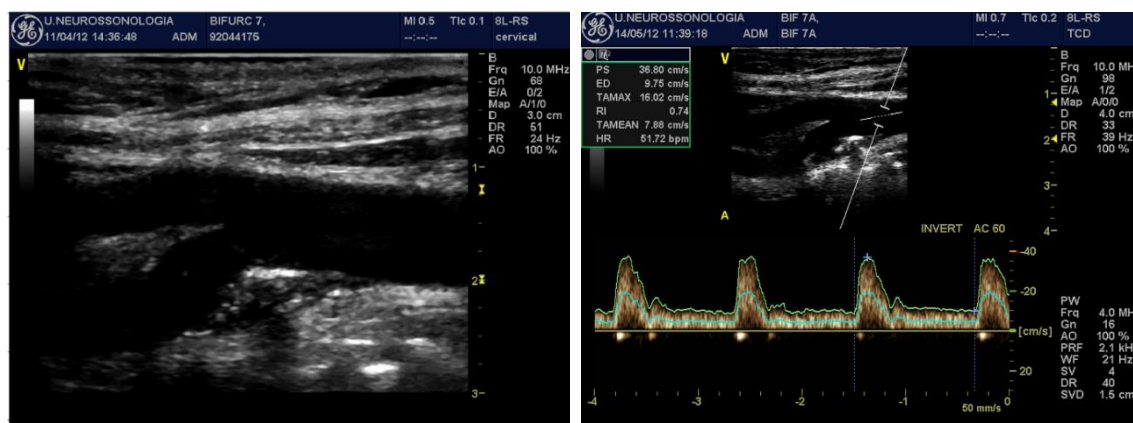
Imagens da bifurcação da Artéria Carótida obtidas com Ultrassonografia. Esquerda: Modo-B, onde é possível observar a CCA, bifurcação, ECA, ICA e uma placa aterosclerótica no bulbo carotídeo da passagem da CCA para ICA. Direita: Análise espectral do fluxo carotídeo e velocidade do pico sistólico da CCA na zona do cursor, adquirido em Modo Doppler PW
